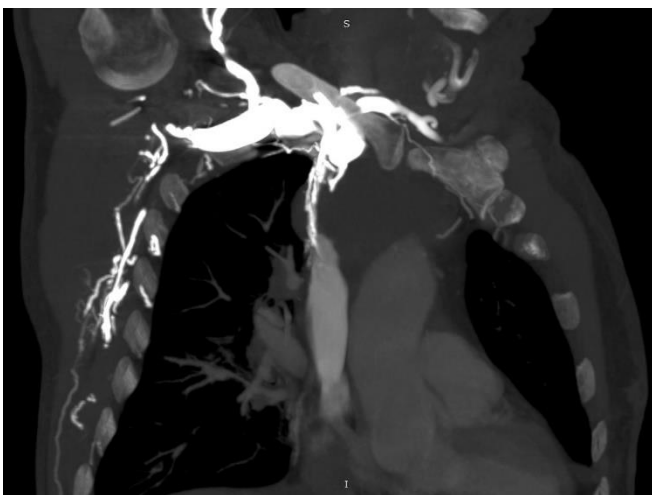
Kompjuterizovana tomografija grudnog koša: a) koronalni presek i b) sagitalni presek: U nivou gornjeg i srednjeg mediastinuma uočava se velika ekspanzivna promena koja odgovara konglomeratu patološki izmenjenih limfnih nodusa (LN). Značajno komprimuje VCS, dislocira je anteriorno i lateralno, svodi lumen iste na nivo pukotine uz evidentne znake izražene posledične kolateralne cirkulacije preko desne vene subclaviae, unutrašnje torakalne vene, gornje desne interkostalne vene i vene azigos.
